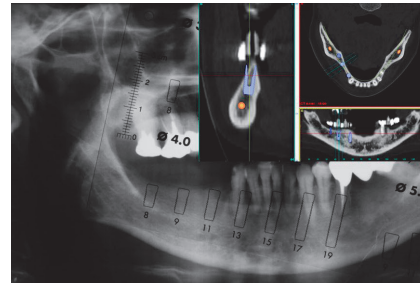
파노라마 방사선 사진에서는 골량(골의 높이)이 충분히 있는 것처럼 보이지만 CT상에는 골폭이 충분하지 않아 이 상태에서 implant를 식립할 수 없다.
